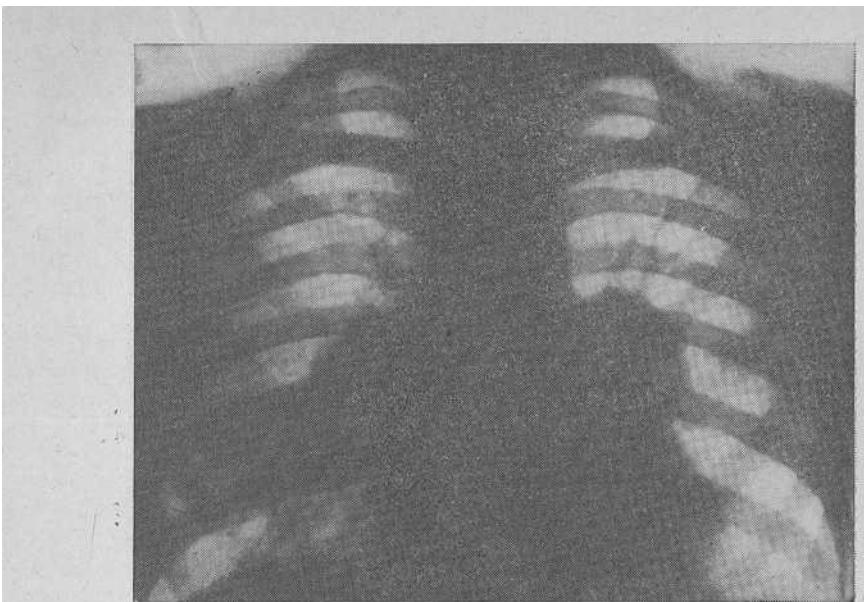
Туморозный бронхаденит двусторонний. Рентгенограмма.
